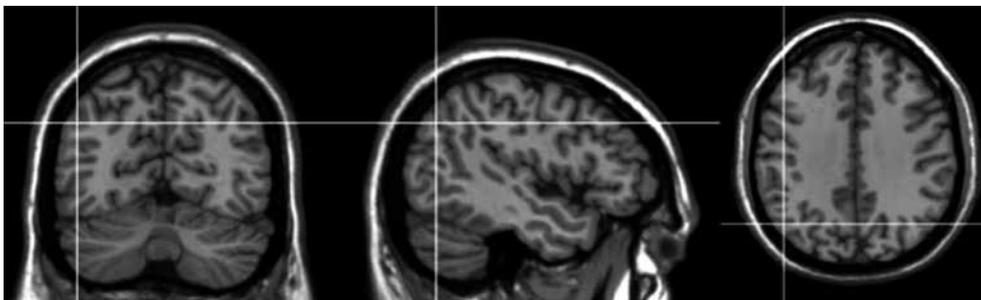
Localización del giro angular (intersección de las 2 líneas), visualizado en imágenes de resonancia magnética.
